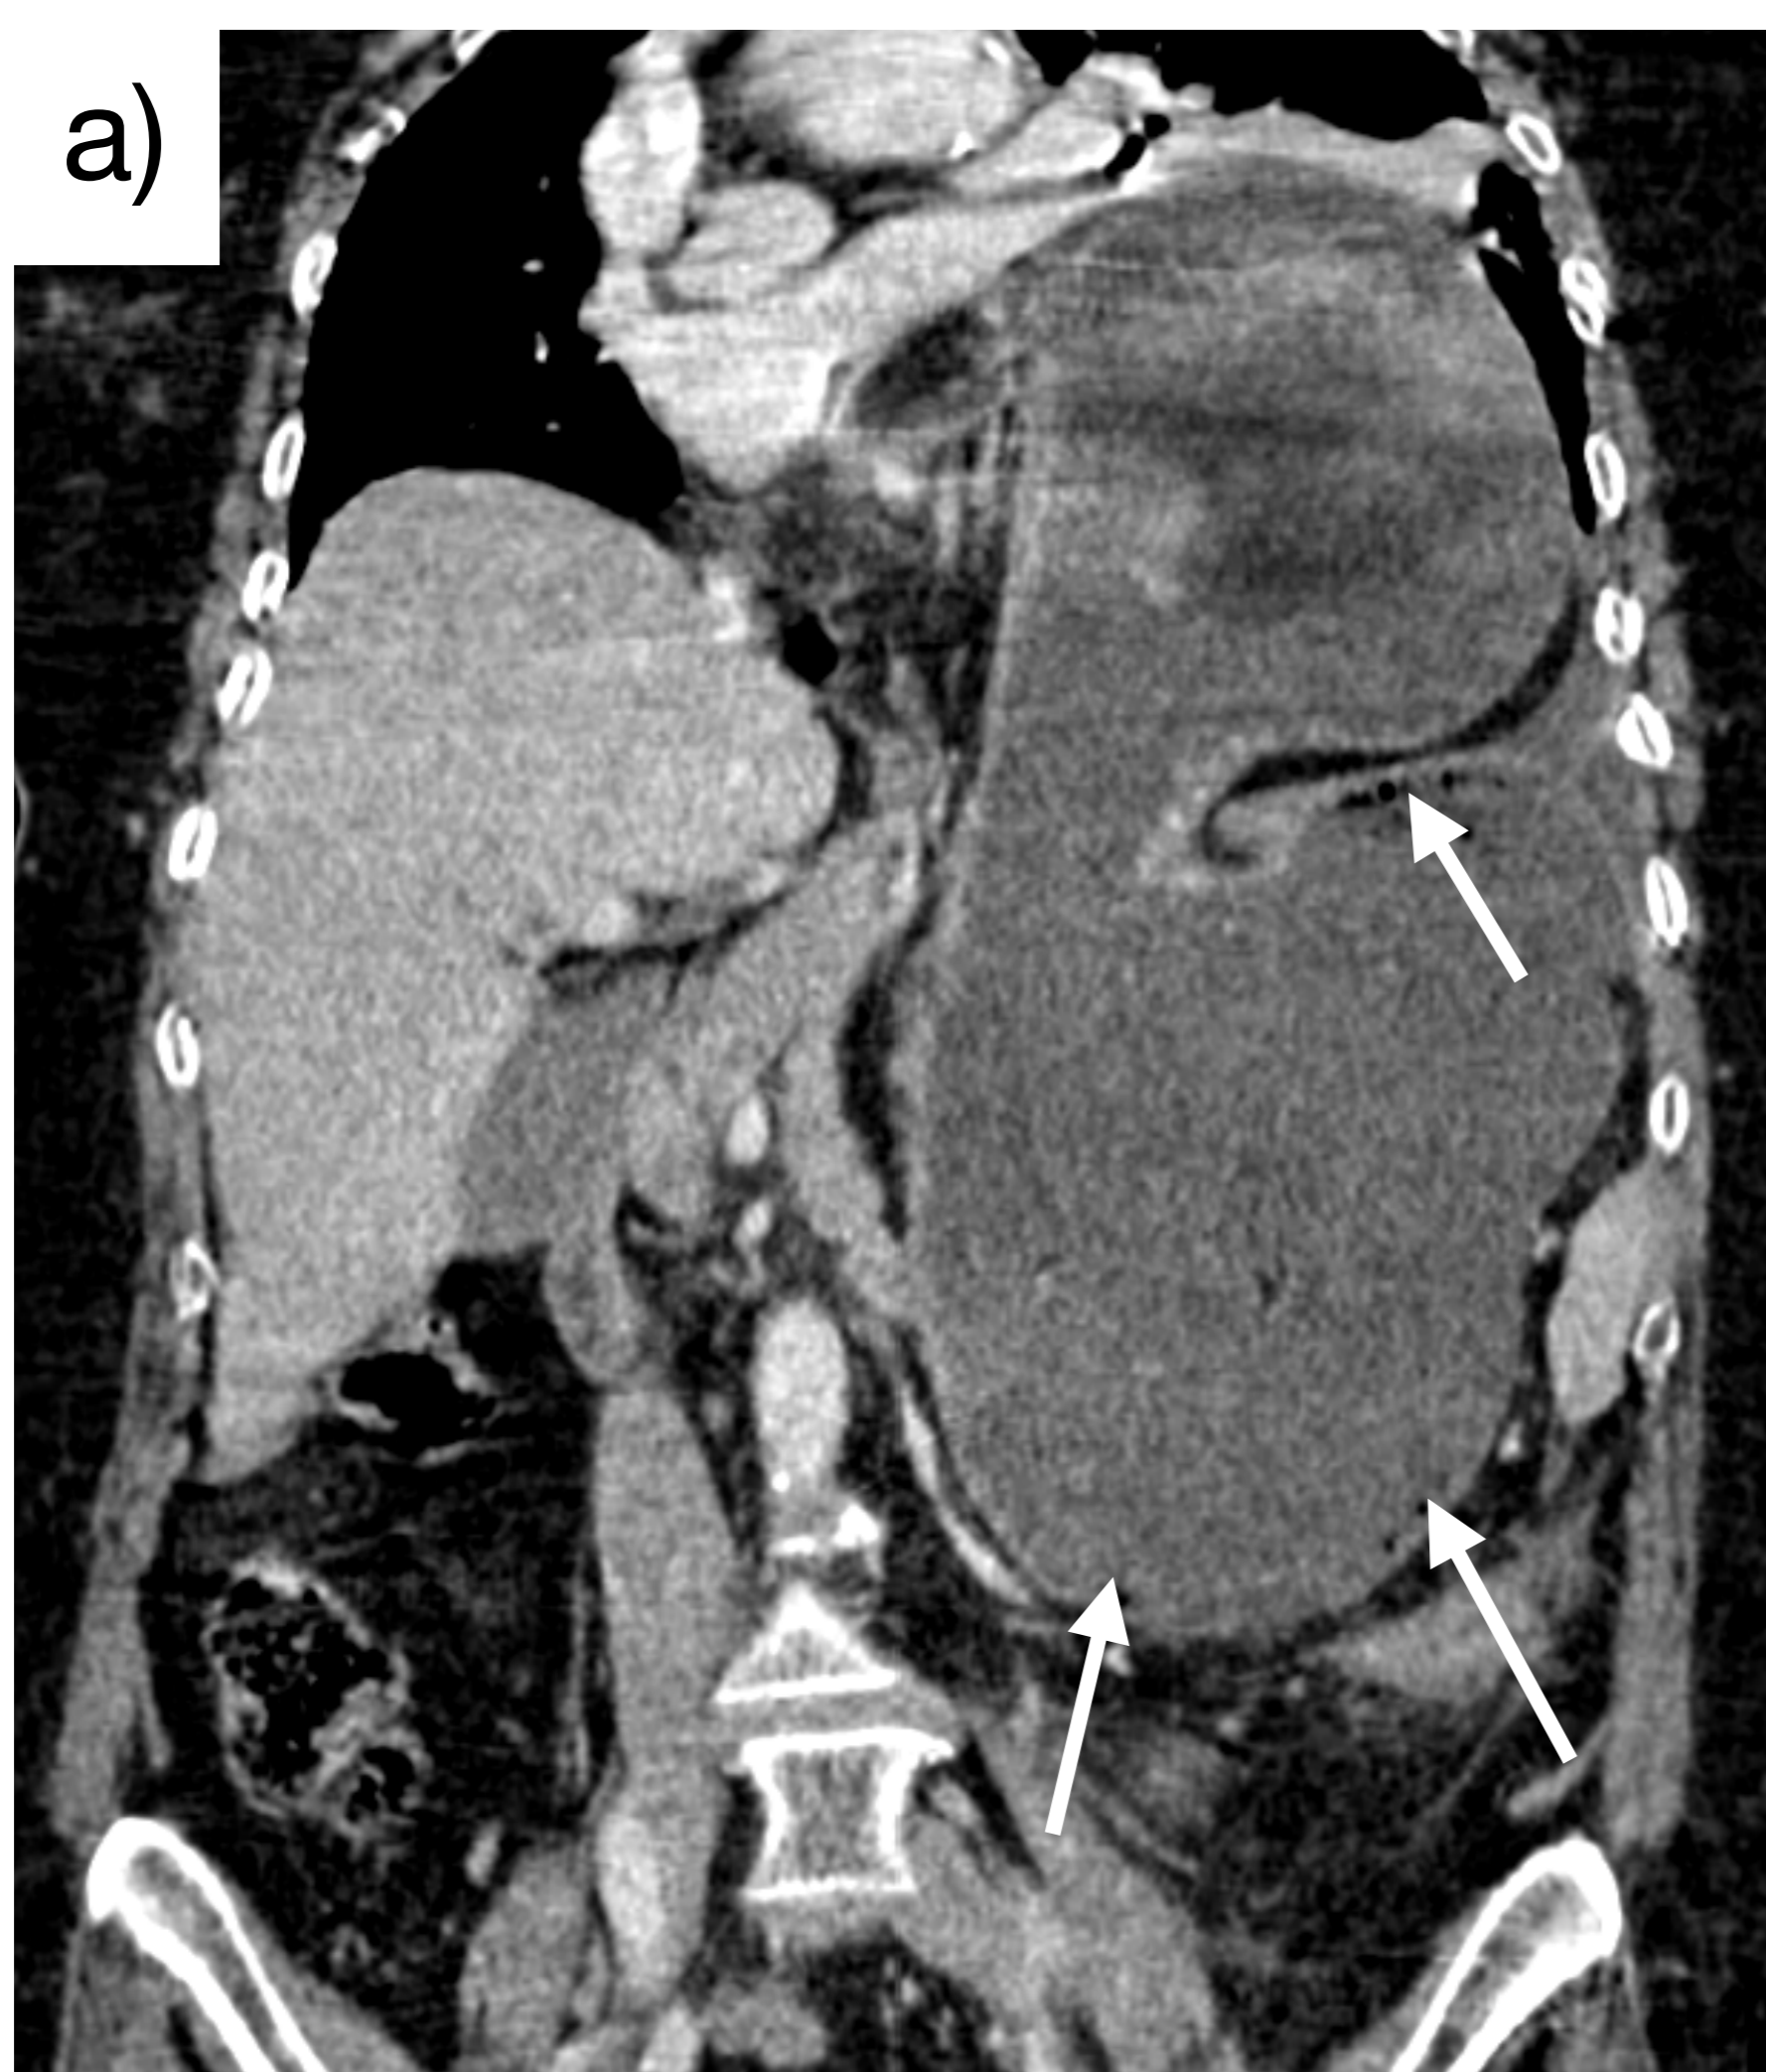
a) Isquemia gástrica. Reconstrucción coronal de TC con CIV. Asterisco: severa dilatación de cámara gástrica volvulada, con adelgazamiento y escasa captación de contraste parietales. Flechas blancas: burbujas de gas adyacentes a la pared en contexto de isquemia demostrada quirúrgicamente.
